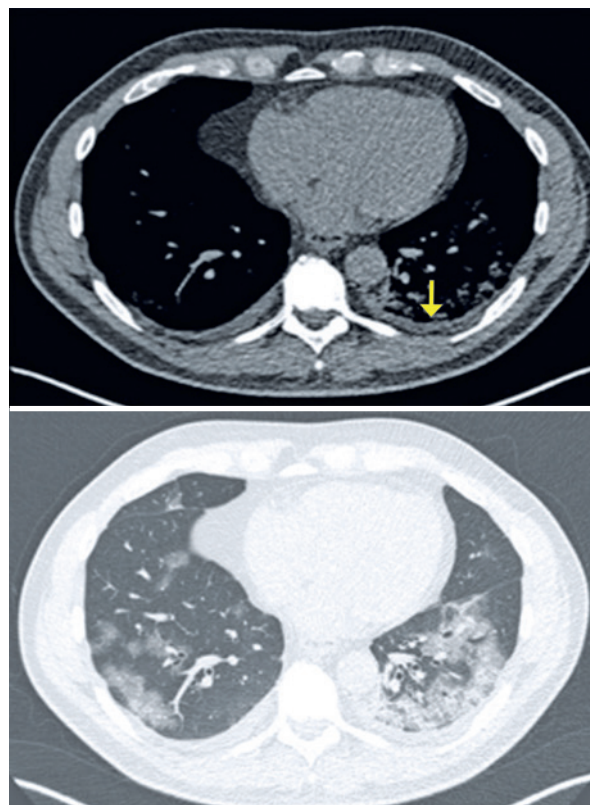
Paciente de 63 anos com COVID-19, apresentando febre e mialgia há 7 dias. Tomografia computadorizada demonstrando derrame pleural bilateral de pequeno volume e opacidades em vidro fosco nos lobos inferiores, além de consolidação no lobo inferior esquerdo
